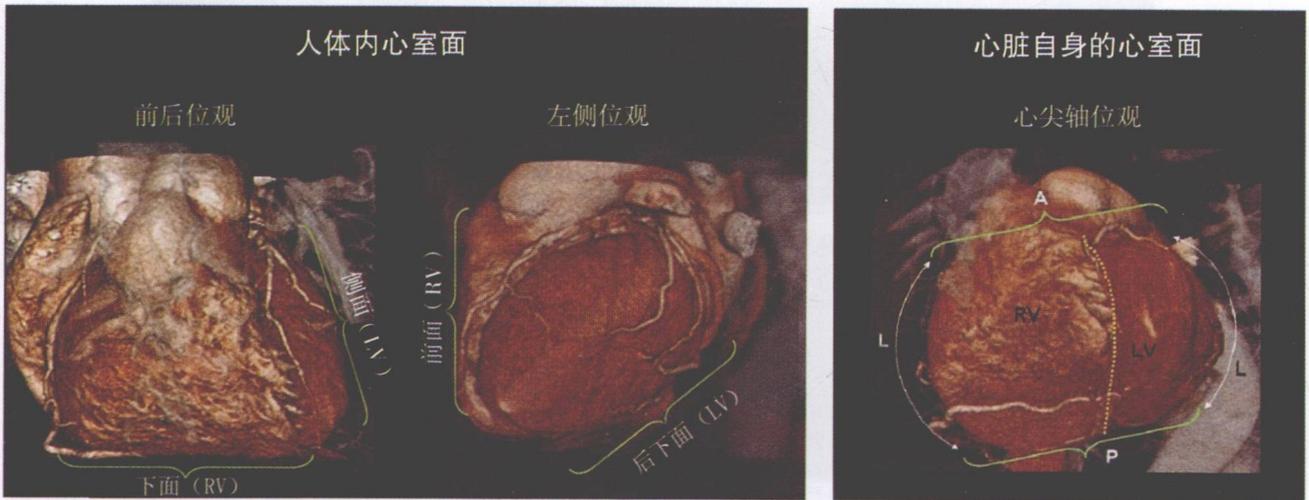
CT 血管成像图像。左图显示人体内心室面与胸廓的相互关系;右图显示心室面与心脏自身的相互关系,黄虚线代表室间沟。A:前;L:侧;LV:左心室;P:后;RV:右心室
